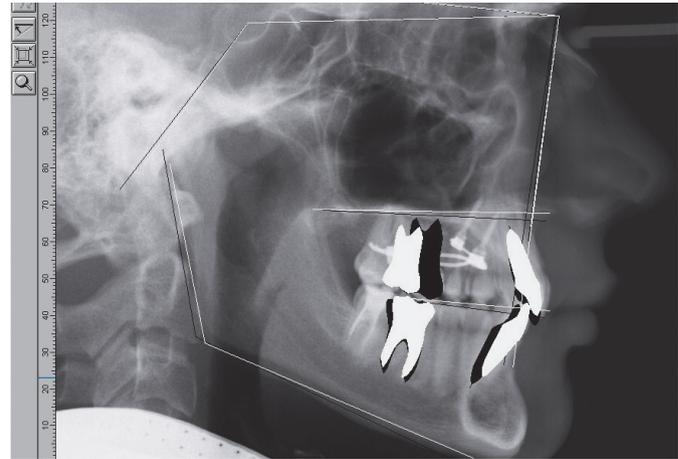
Sovrapposizione delle immagini teleradiografiche prima e dopo la distalizzazione. I molari dei 6 anni superiori sono stati distalizzati di circa 7 mm.
